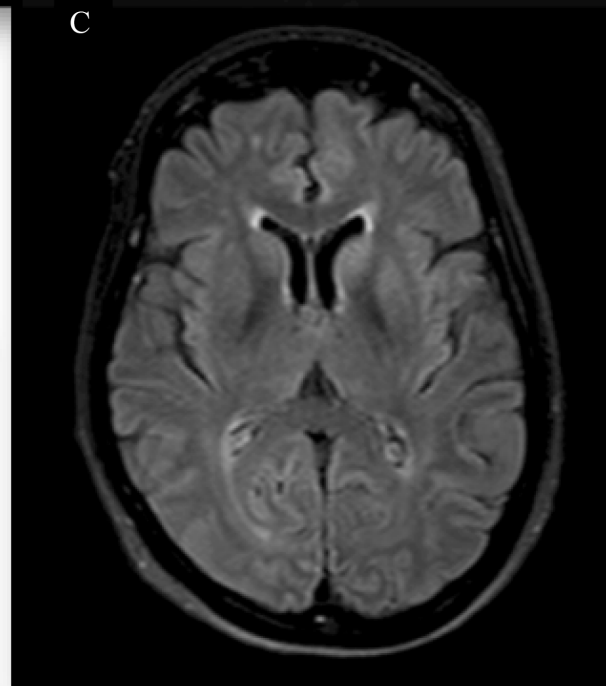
Axial MRI brain (inner back cover)
